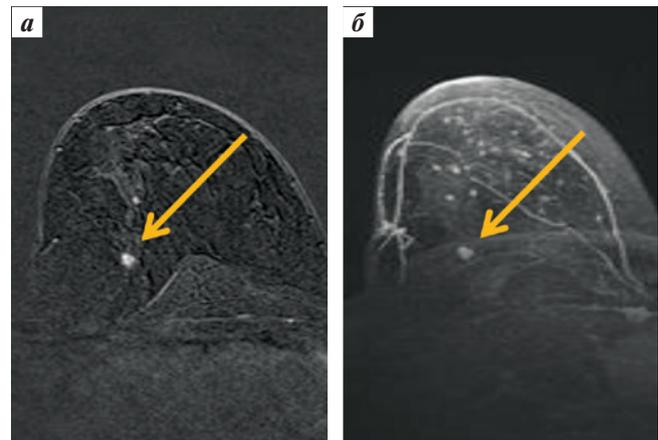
Магнитно-резонансная томография правой молочной железы: постконтрастный срез (а) и МIP-реконструкция (б). Стрелкой указано новообразование
